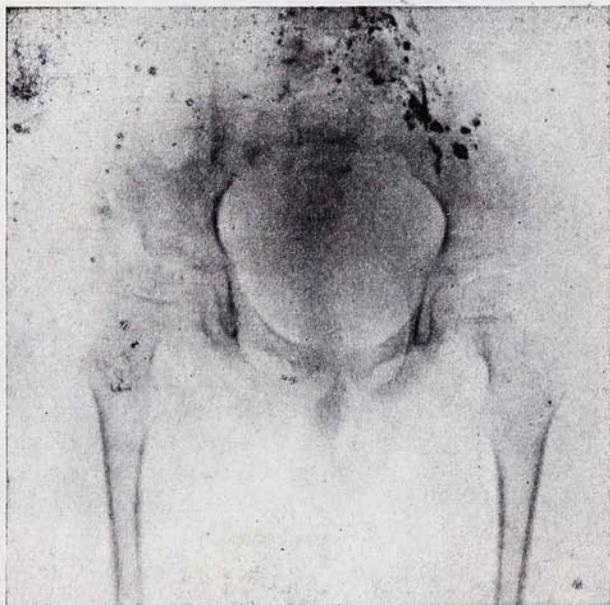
Radiografía de caderas después de la trasplatación de psoas iliaco.
